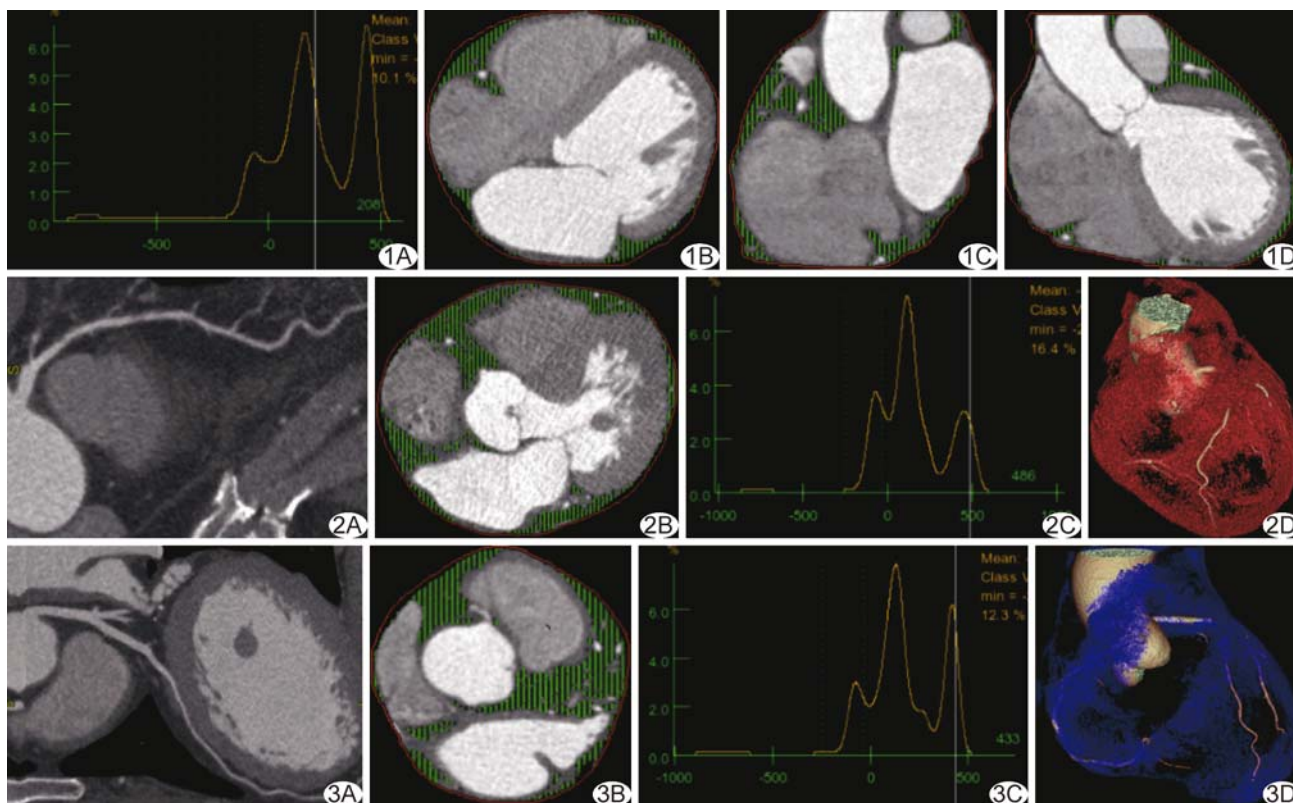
患者男, 60 岁, 正常组 A. Volume 软件自动测得 EAT 体积为 77.47 cm<sup>3</sup> (脂肪 CT 值设定范围为 -250 ~ -30 HU); B~D. 分别为轴位(B)、冠状位(C)、矢状位(D)CTA 图像, 绿色线条覆盖的区域均为 EAT 分布区域 图 2 患者男, 75 岁, 斑块组 A. 冠状动脉血管曲面重建图示左前降支近中段多发非钙化斑块; B. 轴位 CTA 图像, 绿色线条覆盖区域为 EAT 分布区域; C. Volume 软件自动测得 EAT 体积为 161.29 cm<sup>3</sup> (脂肪 CT 值设定范围为 -250 ~ -30 HU); D. EAT 与冠状动脉树融合后的 VR 图, 红色区域为 EAT 组织 图 3 患者女, 50 岁, MB 组 A. 冠状动脉曲面重建图示左前降支中段 MB (深在型); B. 轴位 CTA 图像, 绿色线条覆盖的区域为 EAT 分布区域; C. Volume 软件自动测得 EAT 体积为 124.21 cm<sup>3</sup> (脂肪 CT 值设定范围为 -250 ~ -30 HU); D. EAT 与冠状动脉树融合后的 VR 图, 蓝色区域为 EAT 组织
